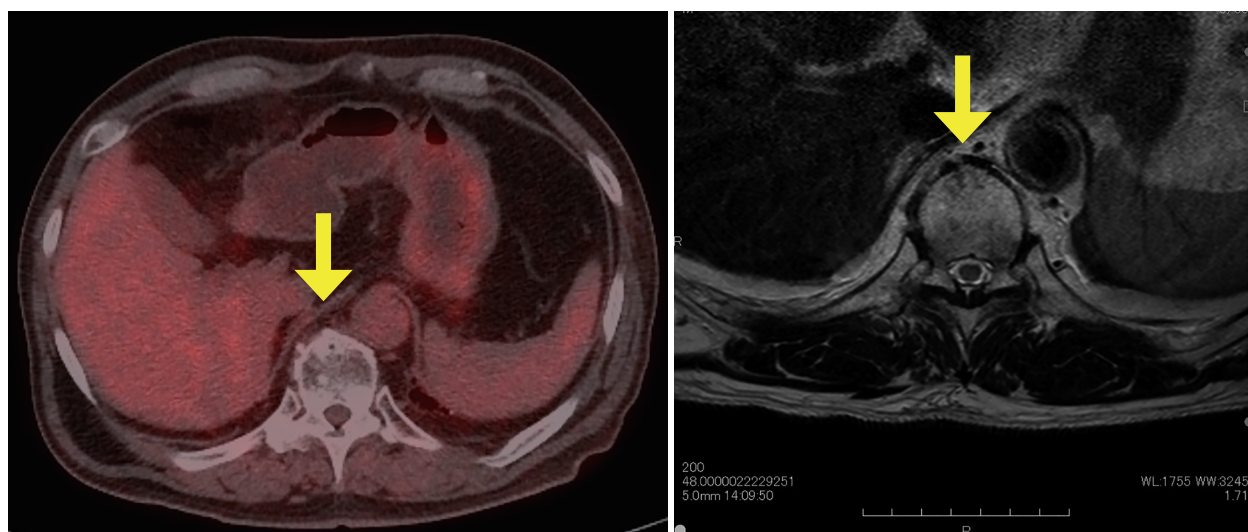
治療後画像診断（左：PET/CT 水平断、右：MRI 水平断）
